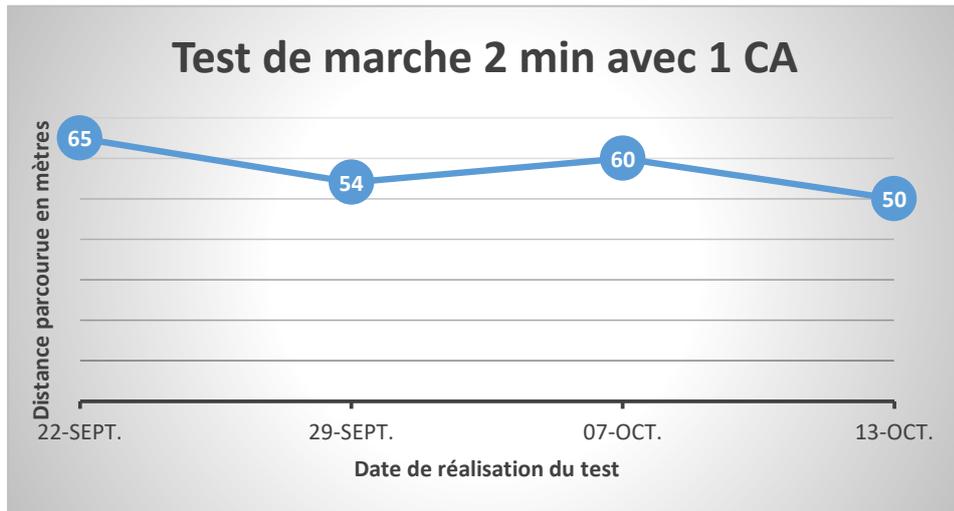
évolution du TDM2 avec 1 CA
